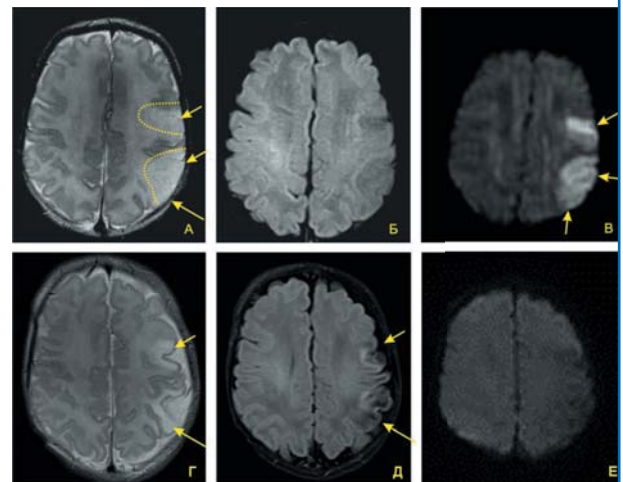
МРТ ребенка М. с ПАИИ в бассейне терминальных ветвей левой СМА: изображения, полученные на 4-е сутки жизни (а, б, в) и 28-е сутки жизни (г, д, е). а – Т2ВИ в аксиальной плоскости, показаны стрелками и ограничены пунктирной линией две плохо различимые зоны отека, что характерно для острой стадии ПАИИ; б – FLAIR-изображение в аксиальной плоскости, патологические изменения отсутствуют, что свидетельствует об острой стадии ишемического поражения; в – DWI изображение в аксиальной плоскости, на котором определяются две зоны ограничения диффузии (цитотоксического отека), характерные для острой либо подострой стадии ишемического повреждения (показаны стрелками); г и д – соответственно Т2ВИ и Flair-изображение в аксиальной плоскости, стрелками показаны участки кистозной перестройки вещества мозга, соответствующие по расположению зонам ишемии, описываемым при предыдущем исследовании; е – DWI изображение в аксиальной плоскости, на котором патологические изменения не выявляются (характерно для последствий ишемического повреждения).
